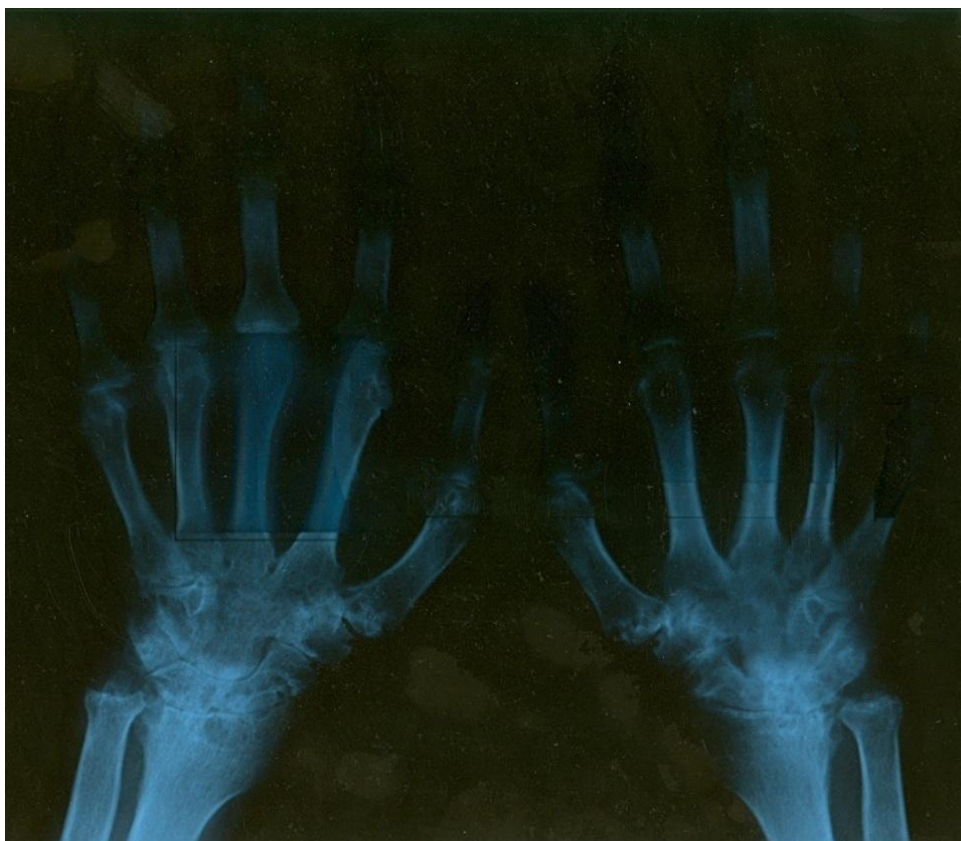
Radiografia corespunzătoare demonstrează: leziuni osteoerozive la nivelul carpului, geode subcondrale și eroziuni periarticulare la nivelul articulațiilor MCF și IFP, îngustarea spațiilor intercarpiene, MCF și IF.
